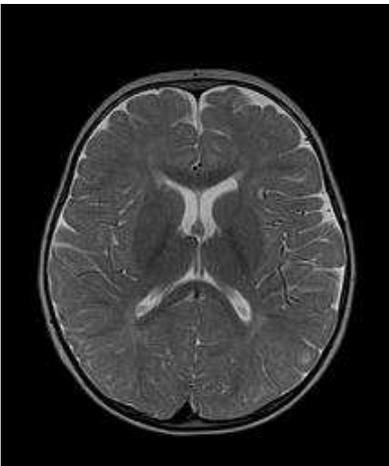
RMN dopo 7 mesi dalla terapia con cobalamina. Non più apprezzabile l'ampliamento degli spazi subaracnoidei e ventricolari; sfumata iperintensità T2 a livello della sostanza bianca periventricolare occipitale bilaterale compatibile in prima ipotesi con aree di lieve ritardo nella maturazione mielinica.
